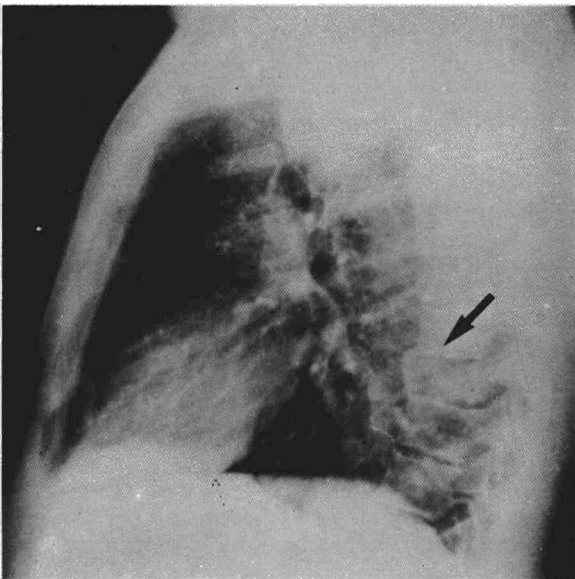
Radiografía lateral de tórax en la que se aprecia osteolisis y aplastamiento de 7.ª VD (flecha).
